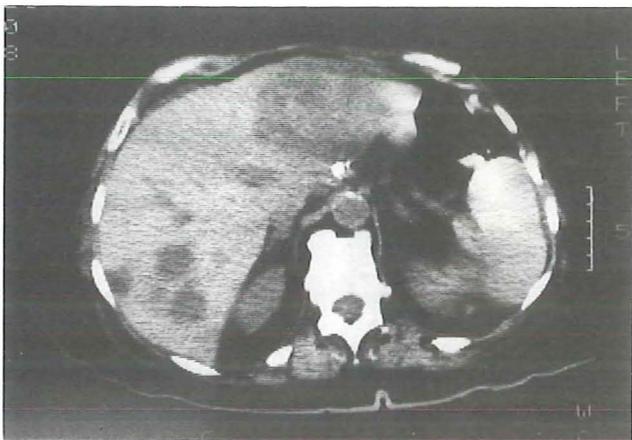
Tomografía axial computarizada abdominal realizada en el momento del diagnóstico de las metástasis (A) y 8 meses después (B). Se observa el desarrollo de ascitis y la regresión parcial de las lesiones hepáticas.
